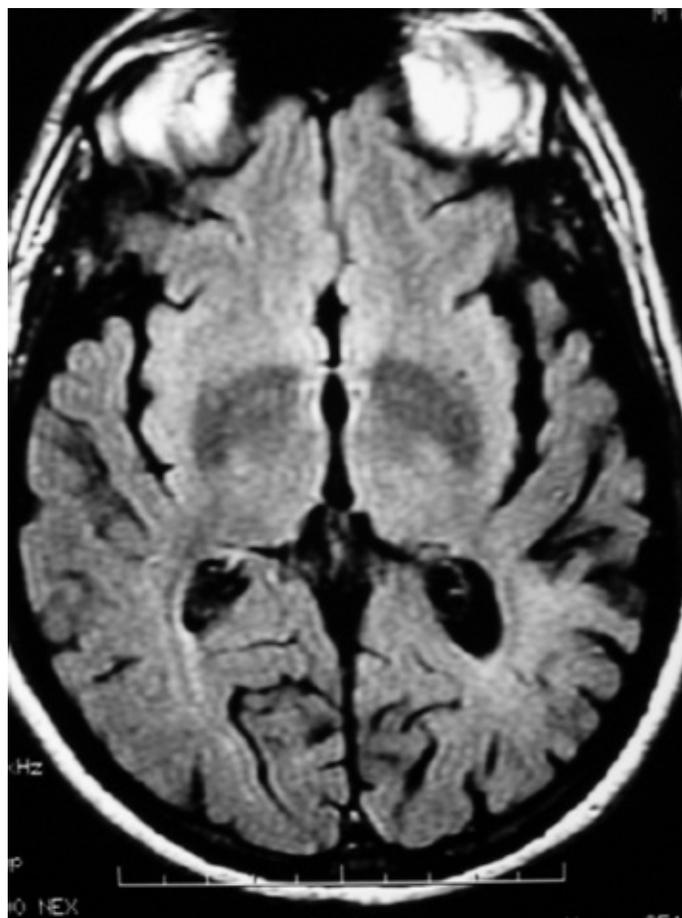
Ressonância magnética de crânio (imagem ponderada em T1) que revela atrofia de áreas perisylvianas esquerdas em paciente com afasia progressiva primária não fluente (APPnf).
